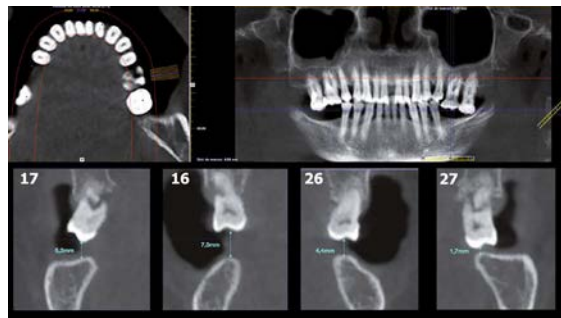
Imágenes de CBCT con mediciones de las extrusiones de molares superiores.
